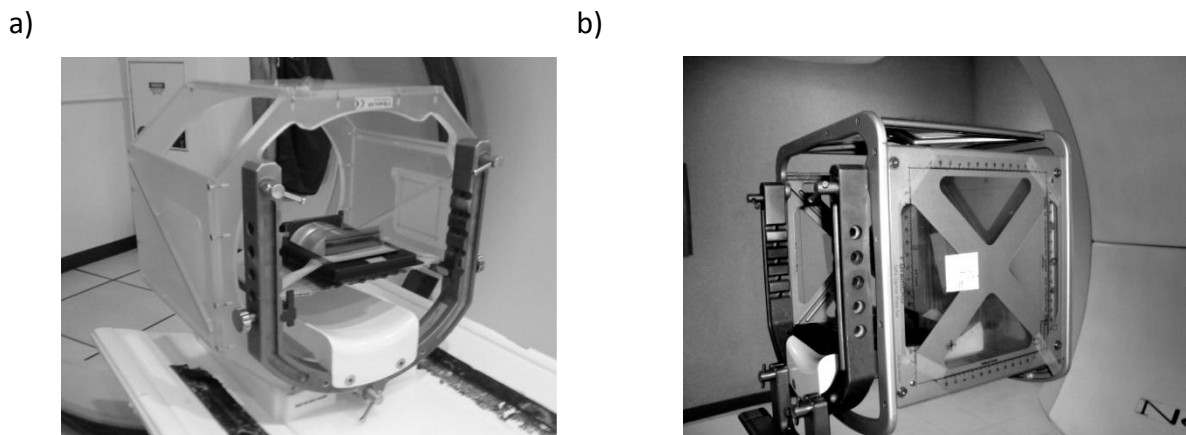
(a) Caja de localización para la CT y (b) Caja de localización del blanco.
